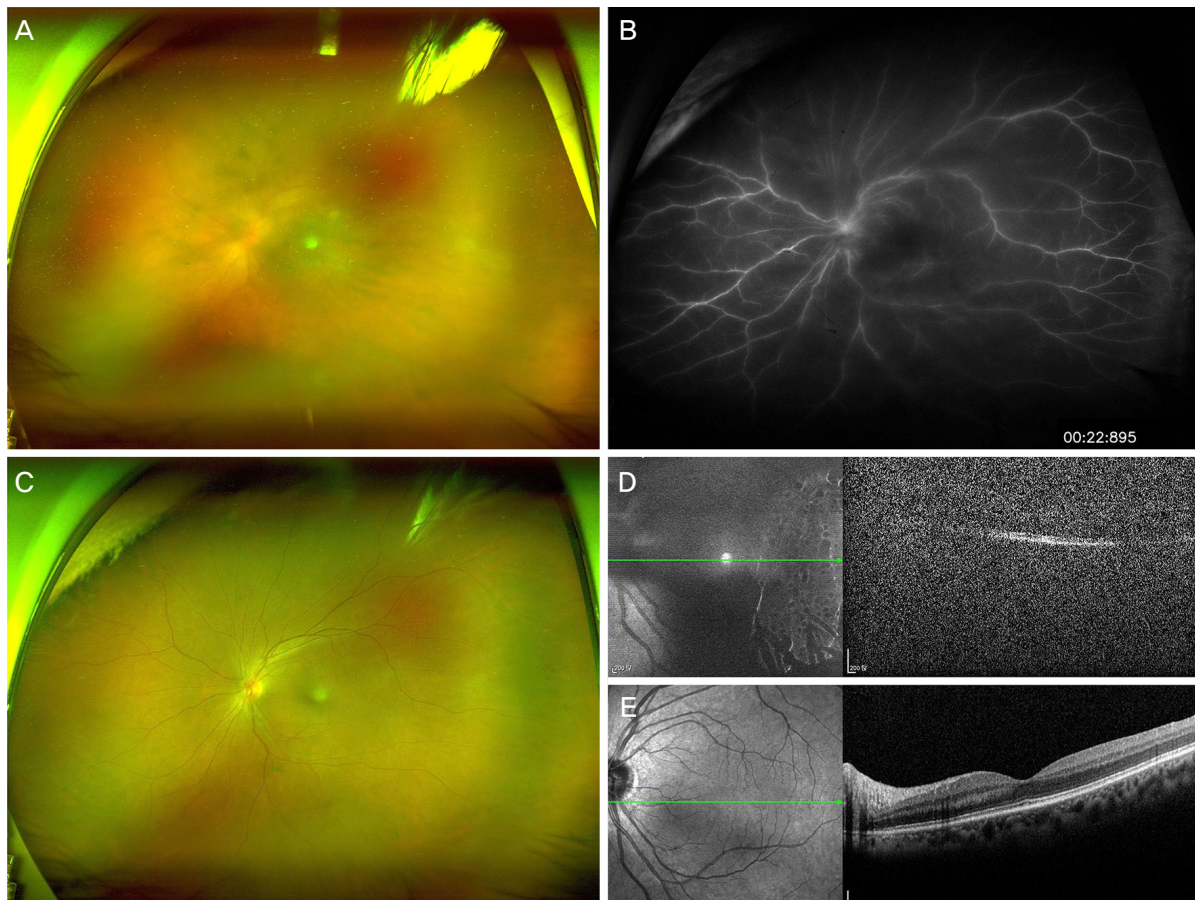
A 60-year-old woman with no previous medical history presented with visual disturbance of the left eye. (A) Fundus examination showed dense vitritis without retinal infiltration. (B) Fluorescein angiography showed diffuse retinal vascular leakage and disc leakage. (C) After 3 weeks of oral steroid treatment, vitritis was improved. (D-E) Compared to the initial optical coherence tomography (OCT) image (D), OCT image 3 weeks after treatment (E) showed improvement of media opacity and normal retinal structure at macula.
